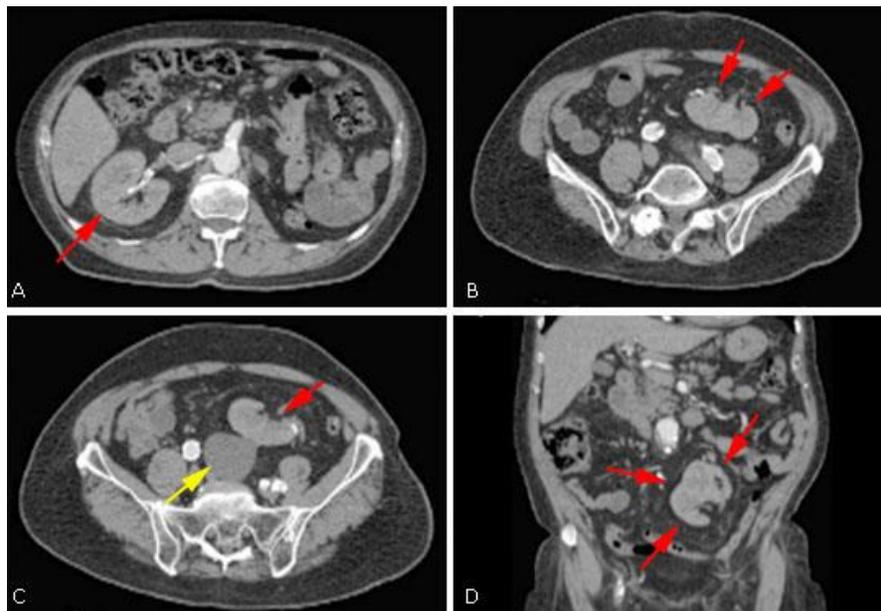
Tomografía de abdomen contrastada. A) Corte axial, donde se observa riñón derecho en localización habitual (flecha roja) B-C) Cortes axiales, donde se observa el riñón izquierdo en fosa iliaca izquierda, con malrotación renal anterior. (flechas rojas). Quiste simple (flecha amarilla) en su tercio medio D) Reconstrucción coronal: se muestra ectopia renal izquierda.
